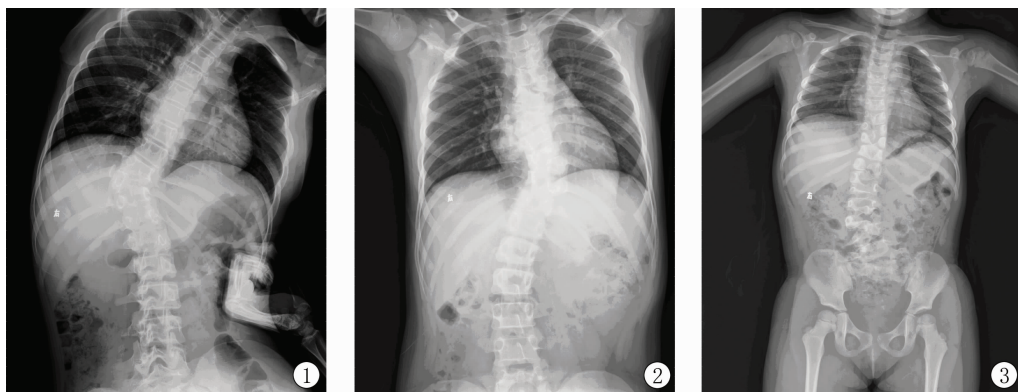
$T_{10}$  椎体为中心右侧弯片 图 2 因胸骨遮挡,术前 X 线片诊断  $T_{5,6}$  椎体畸形,后经 CT 及手术证实为  $T_6$  半椎体
